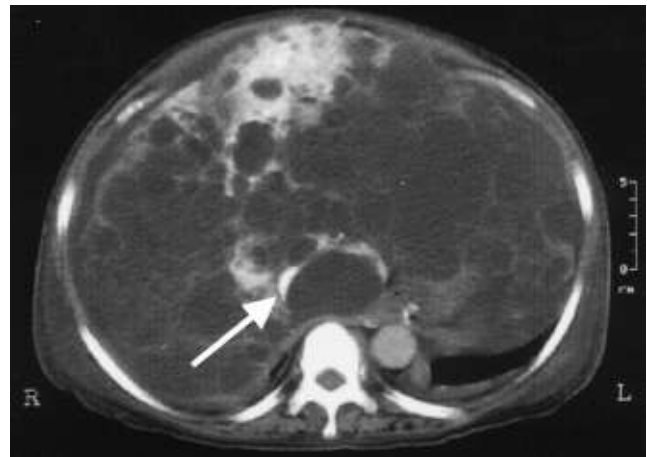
CT during arterial portography
